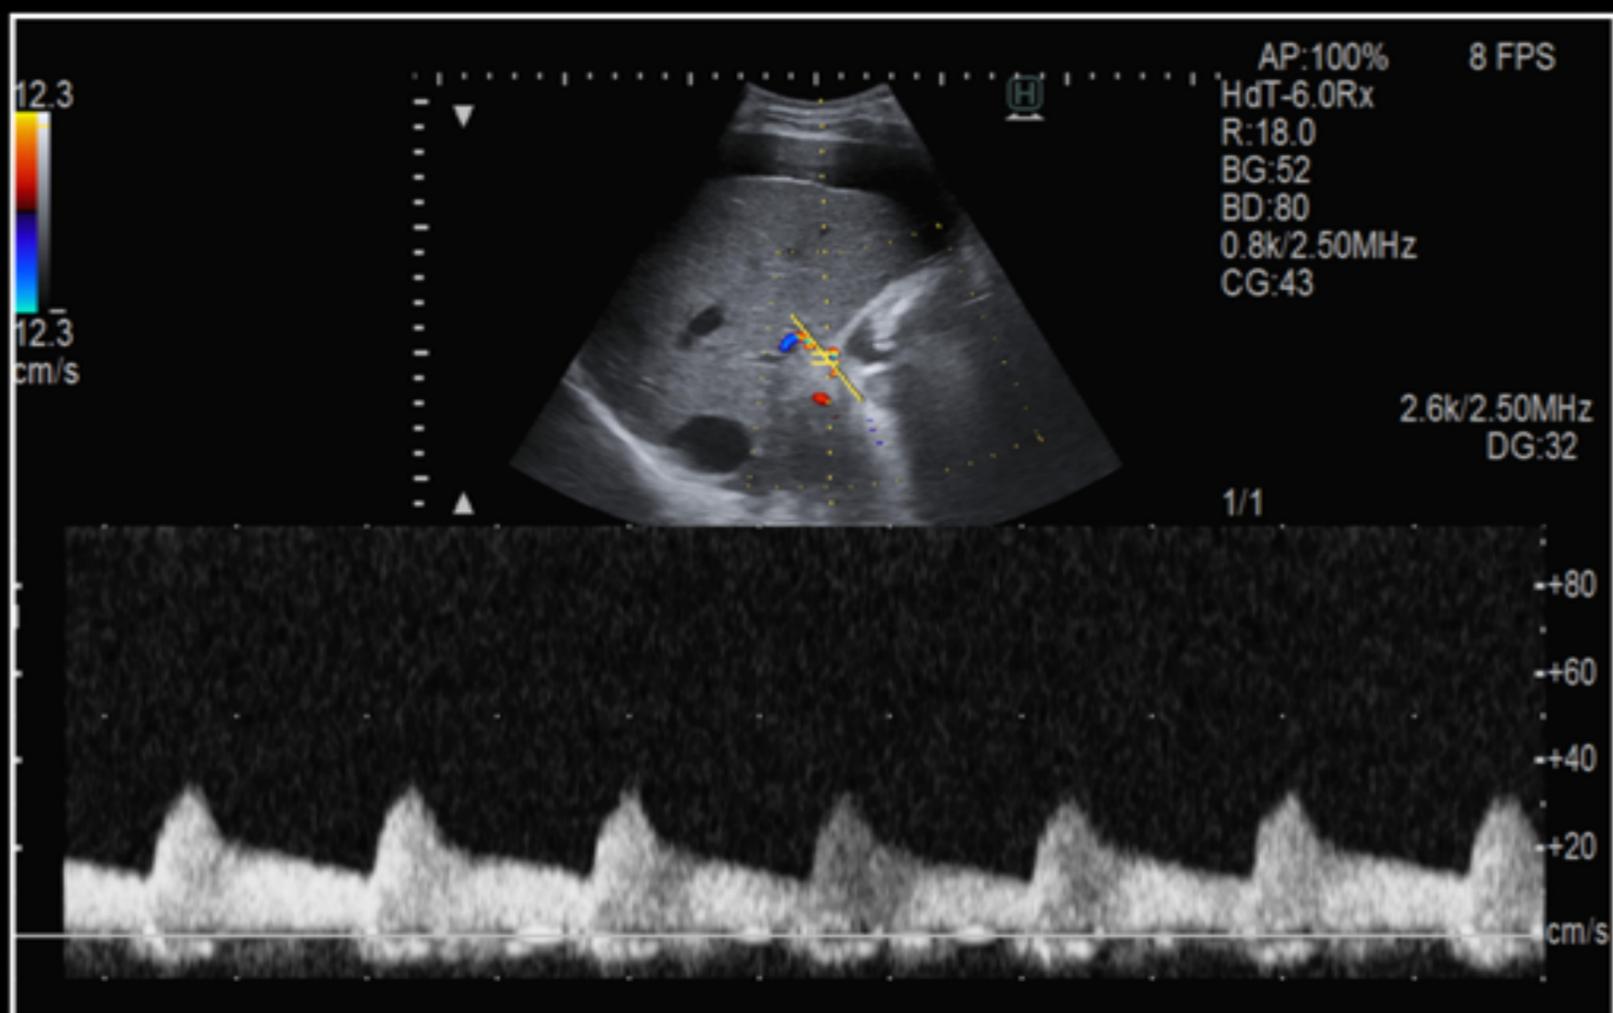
Estudio Doppler espectral de la arteria hepática. Muestra una curva normal con flujo monofásico, pulsátil y de baja resistencia.
